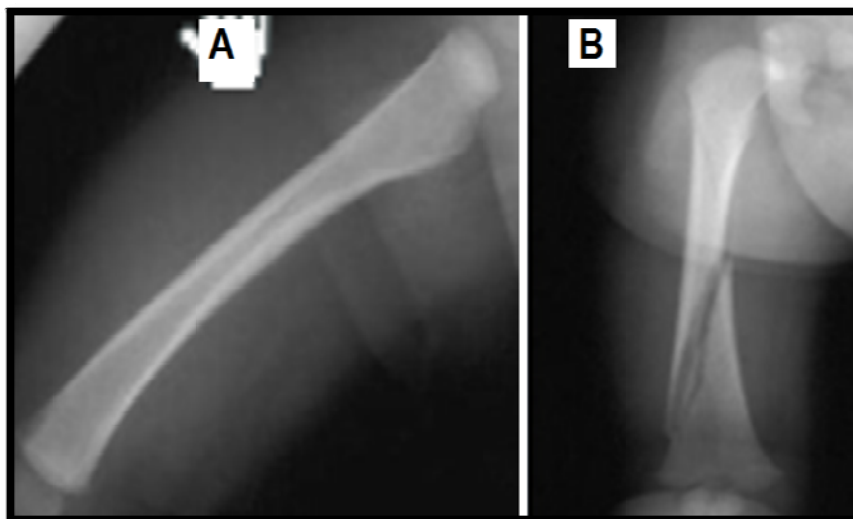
A – Radiographie de profil normale du fémur droit chez un nourrisson de 14 mois. B – Radiographie de face du même nourrisson objectivant une fracture diaphysaire à trait spiroïde.
